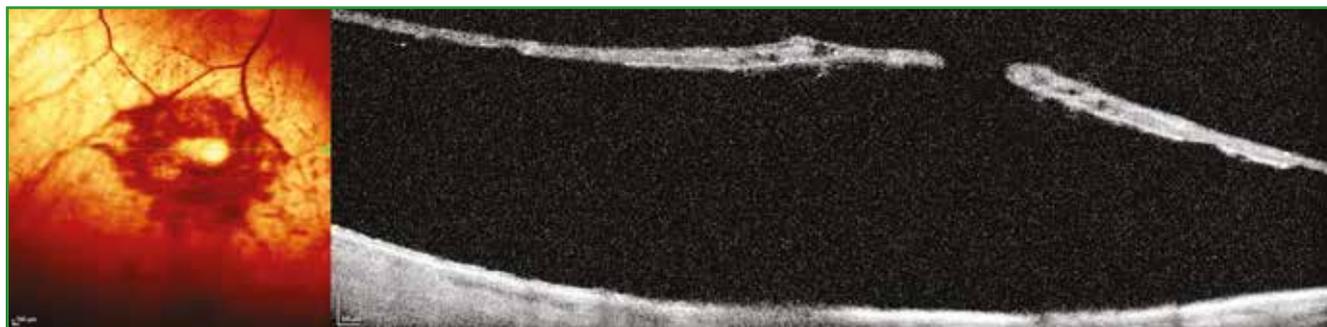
Examen OCT (tomographie à cohérence optique) correspondant au patient de la figure 1 passant par le trou rond atrophique, confirmant le décollement rétinien rhégmato-gène.
